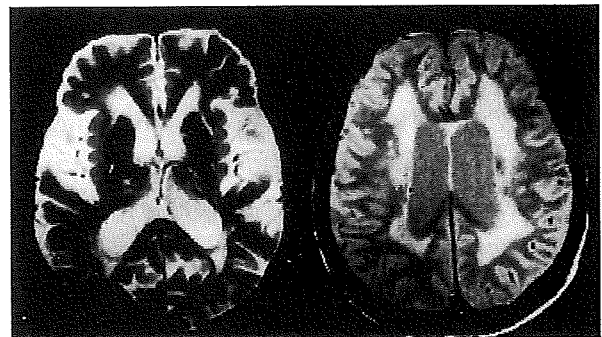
MRI T2 強調画像(左)とプロトン密度画像(右) 写真の左右は患者の左右に当たる。
